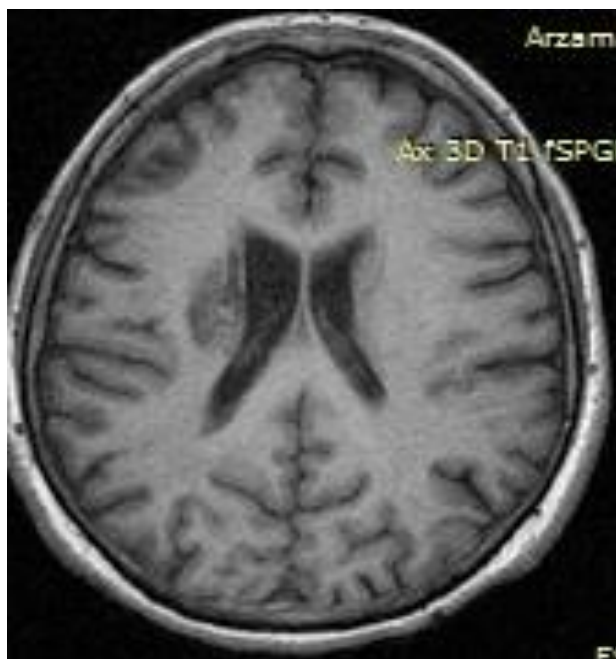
МРТ головного мозга (T1-режим): ИИ в бассейне правой СМА.
